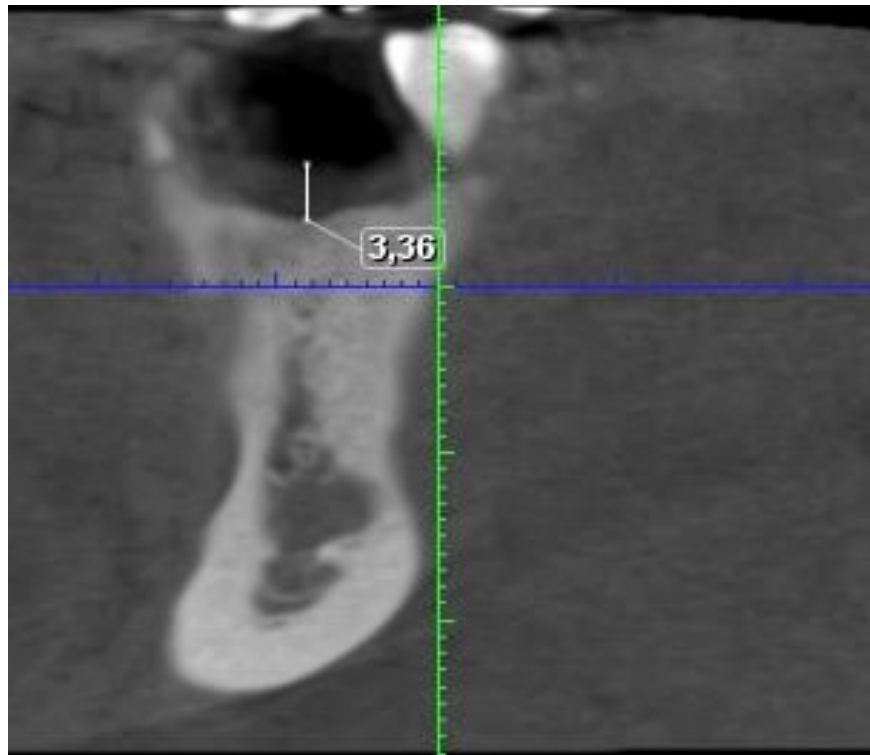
Пациент О., 49 лет включенный дефект нижней челюсти слева, толщина мягких тканей в проекции вершины альвеолярного гребня. Рентгенологическая картина пастозности, гипертрофии слизистой над вершиной гребня с клиническими признаками кровоточивости (ИК, ИН)
